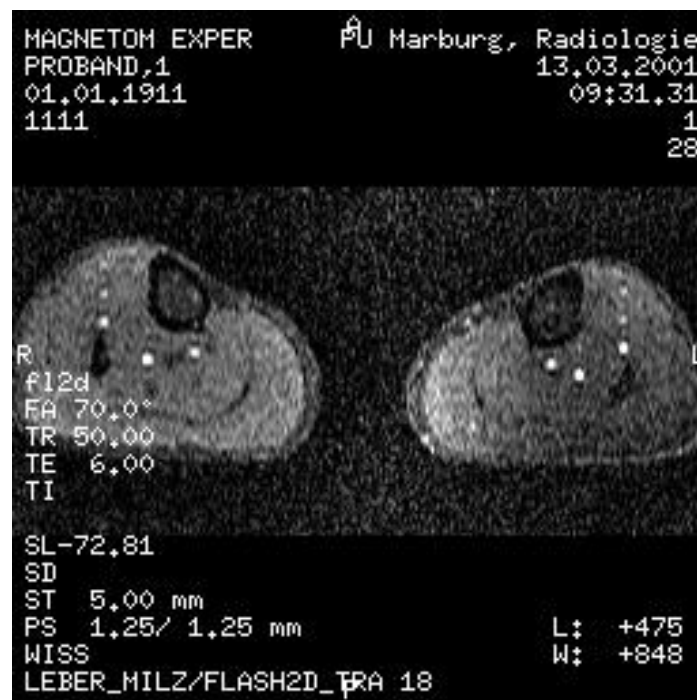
Muskelquerschnitt auf dem Monitor des Kernspintomographen
